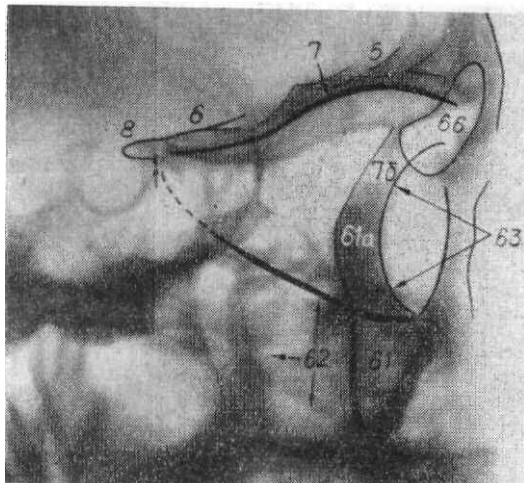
Прицельная рентгенограмма глазницы в боковой проекции.
